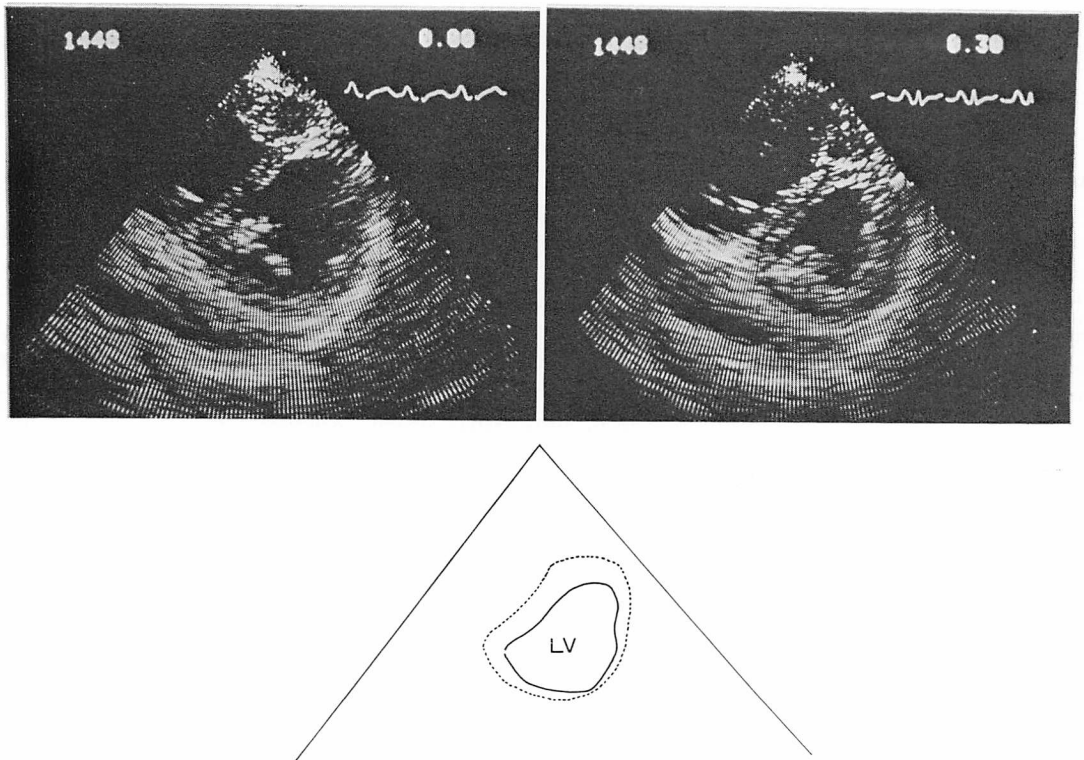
Short axis cross-sectional echocardiographic recordings of the left ventricle from a patient with mitral stenosis.
